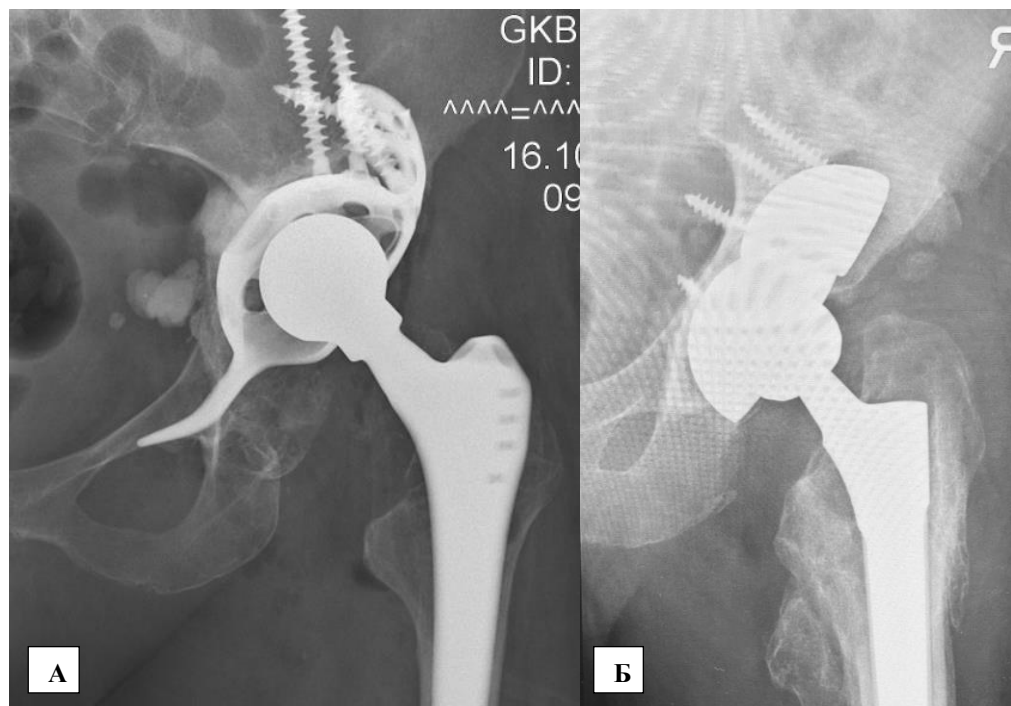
Рентгенограммы после выполнения II этапа лечения. А – выполнена установка кольца Бурх-Шнайдера, Б – костные дефекты вертлужной впадины замещены танталовыми аугментами
